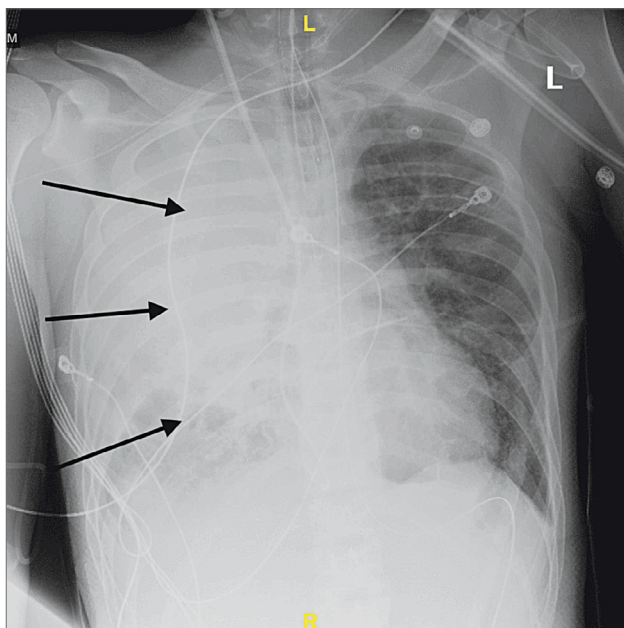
Рентгенографія грудної клітки з поширенням інфільтрату правої легені [36]
